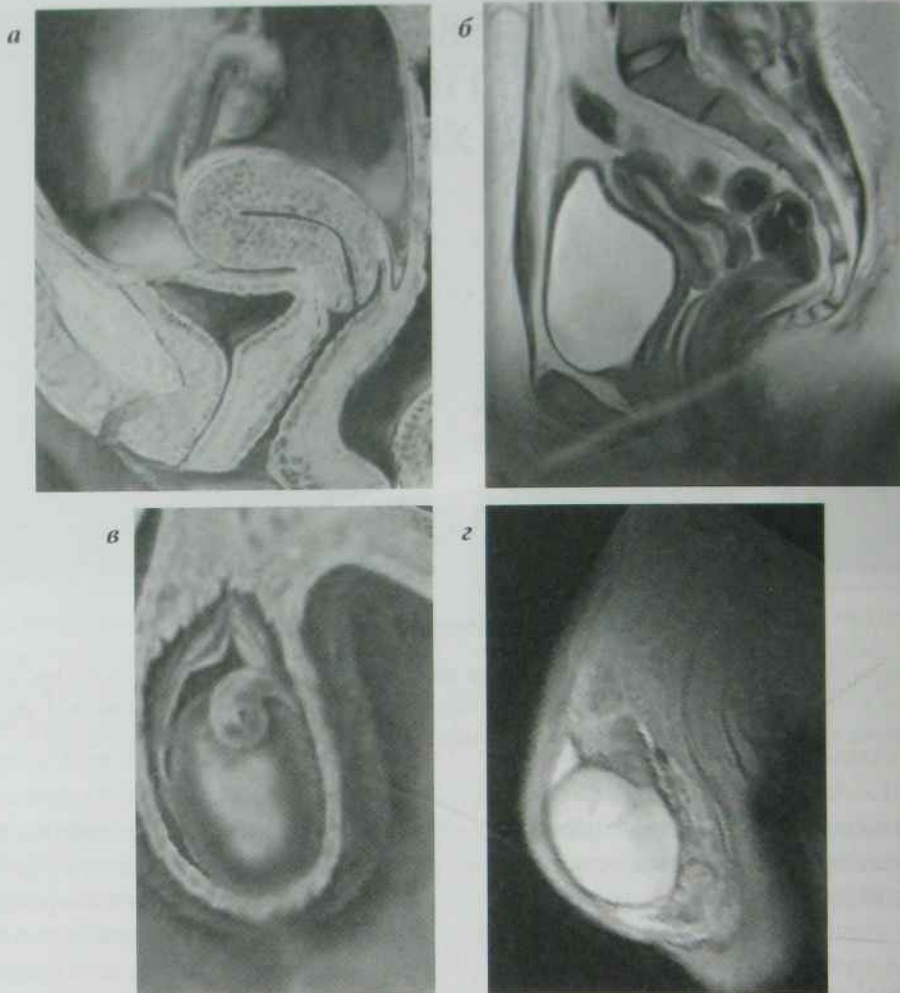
Схеми та МРТ статевих органів:
